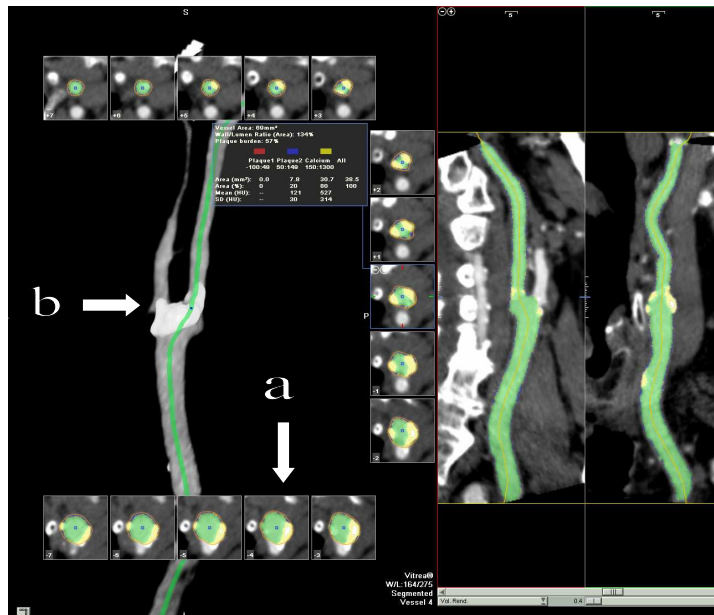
Rekonstruierte CT-Angiographie
